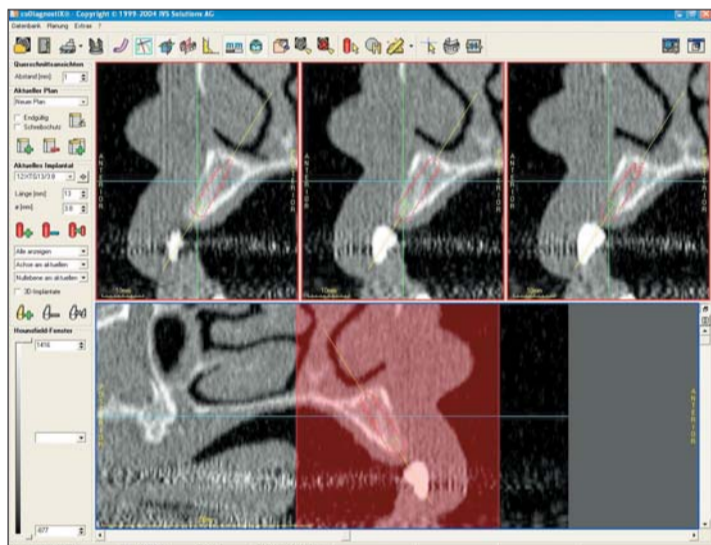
Beispiel für die Übertragung der idealen prothetischen Position des Zahnersatzes in die CT-Planung (Software coDiagnostiX®, IVS Solutions AG, Chemnitz).
